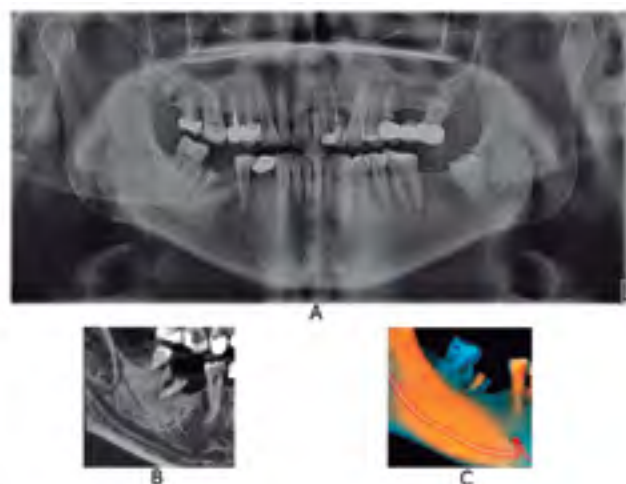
Canal mandibular con 4 canales accesorios, de tipo retromolar, tipo dental y tipo con confluencia anterior. A. Radiografía extraoral panorámica. B. Vista corte sagital de la región de pieza dentaria 4.8 mediante TCHC. C. Renderizado de TCHC.
